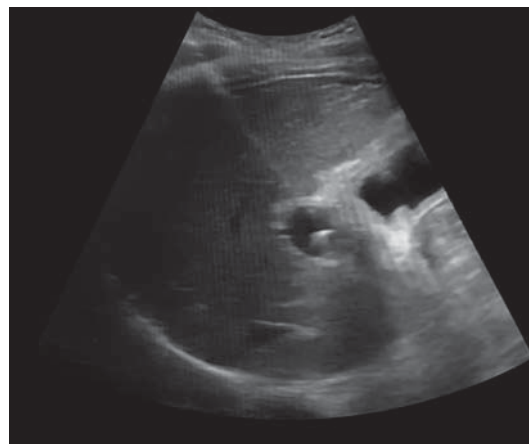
Ультразвуковая сканограмма. Пункция ветви ВВ под контролем УЗИ.
